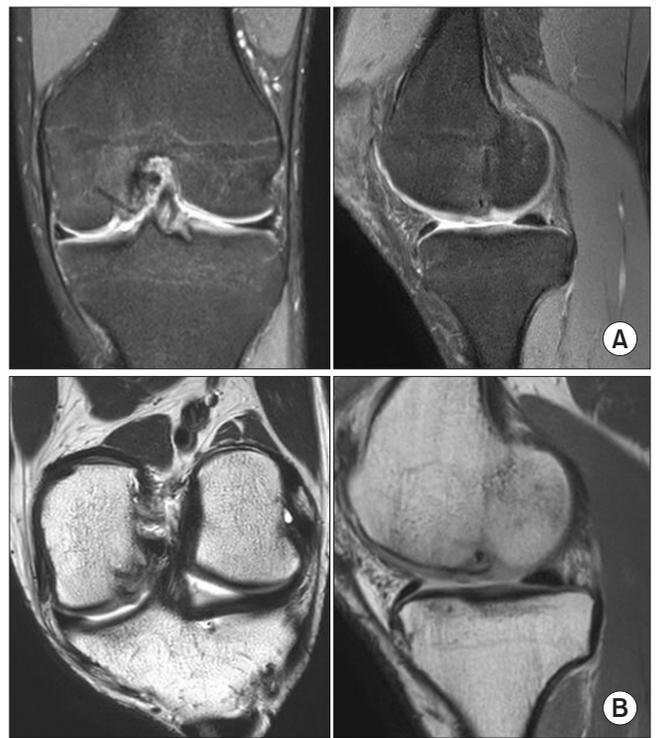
Magnetic resonance images taken six months after surgery. Union was confirmed on the coronal and sagittal proton density-weighted images (A), oblique-coronal and sagittal T2-weighted images (B).
